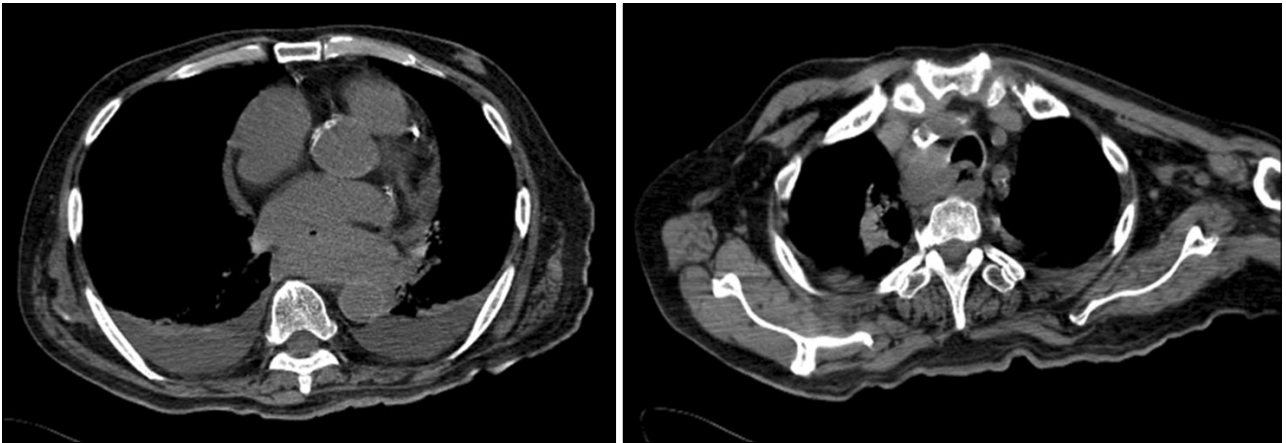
CT scan shows eccentric wall thickening of lower esophagus and paratracheal node enlargement.
